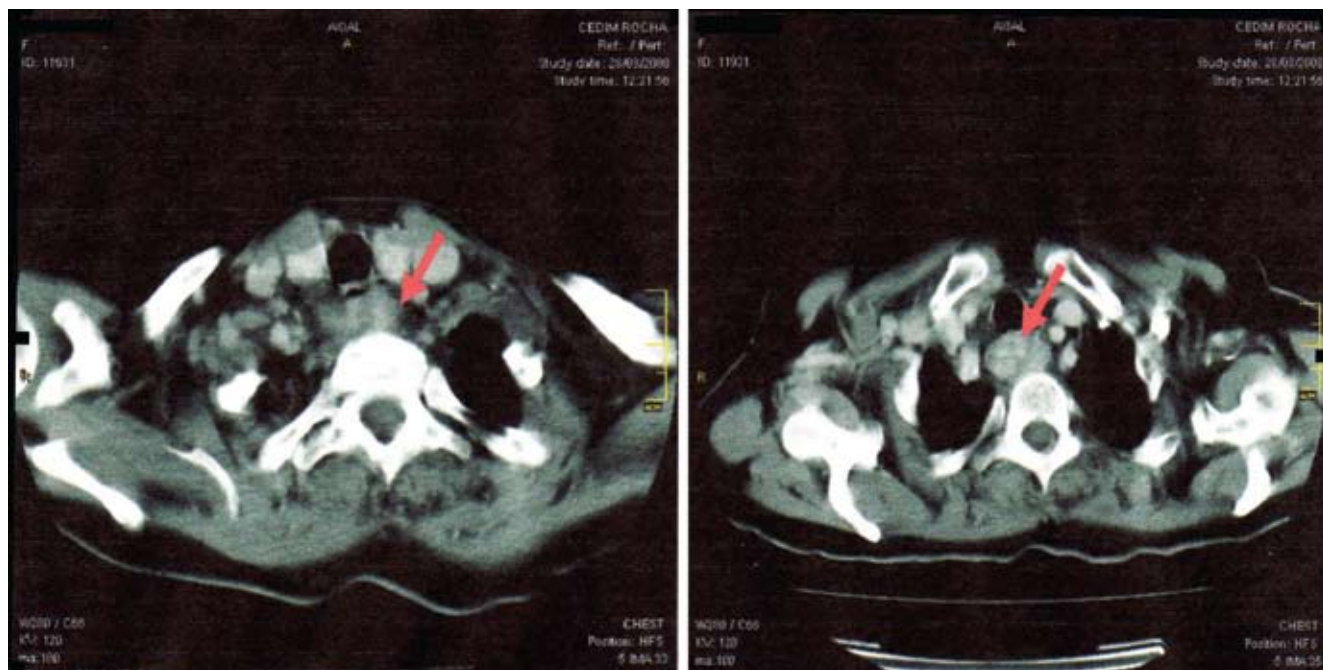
Tomografía axial computada de cuello donde se señala el adenoma paratiroides.
